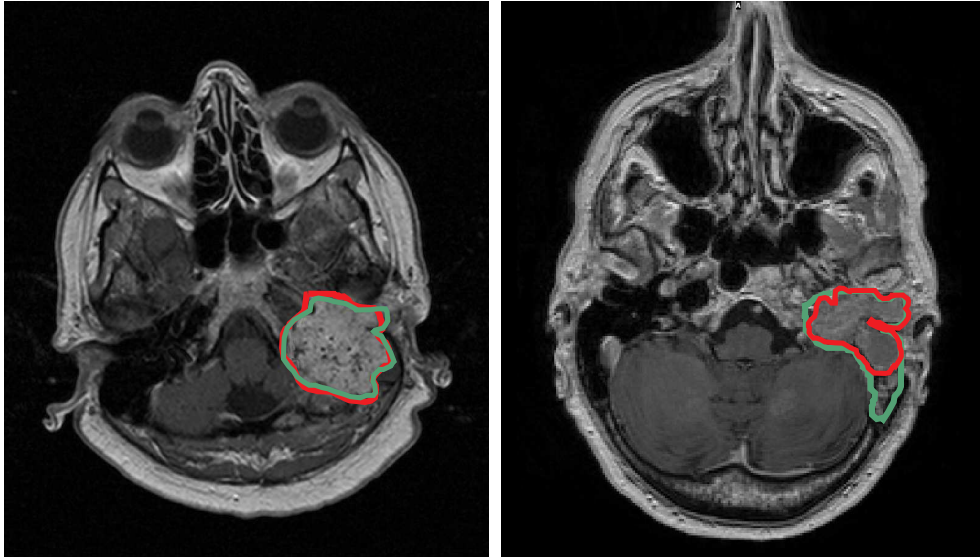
Beispiel eines Patienten mit guter Übereinstimmung der beiden Befunder auf den MRT Bildern (links) und mit grosser Abweichung (rechts). Die rote Linie entspricht GTV_{MRT1} die grüne GTV_{MRT2} .
